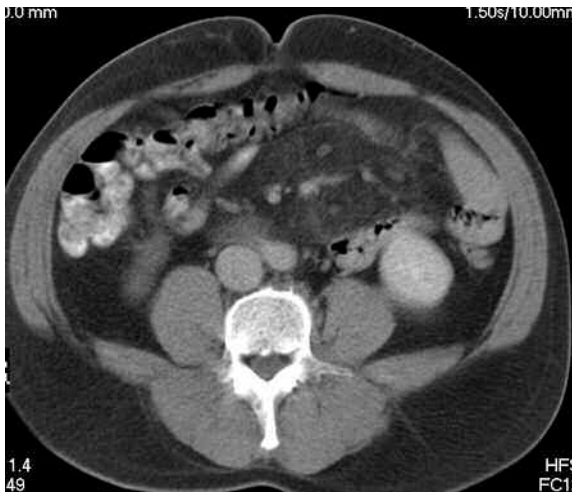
"Mesenterio nebuloso" en un paciente de 50 años de edad, de sexo masculino, con paniculitis mesentérica. TC obtenida tras la administración de contraste oral y endovenoso, donde se observa aumento de la densidad del tejido adiposo mesentérico.
